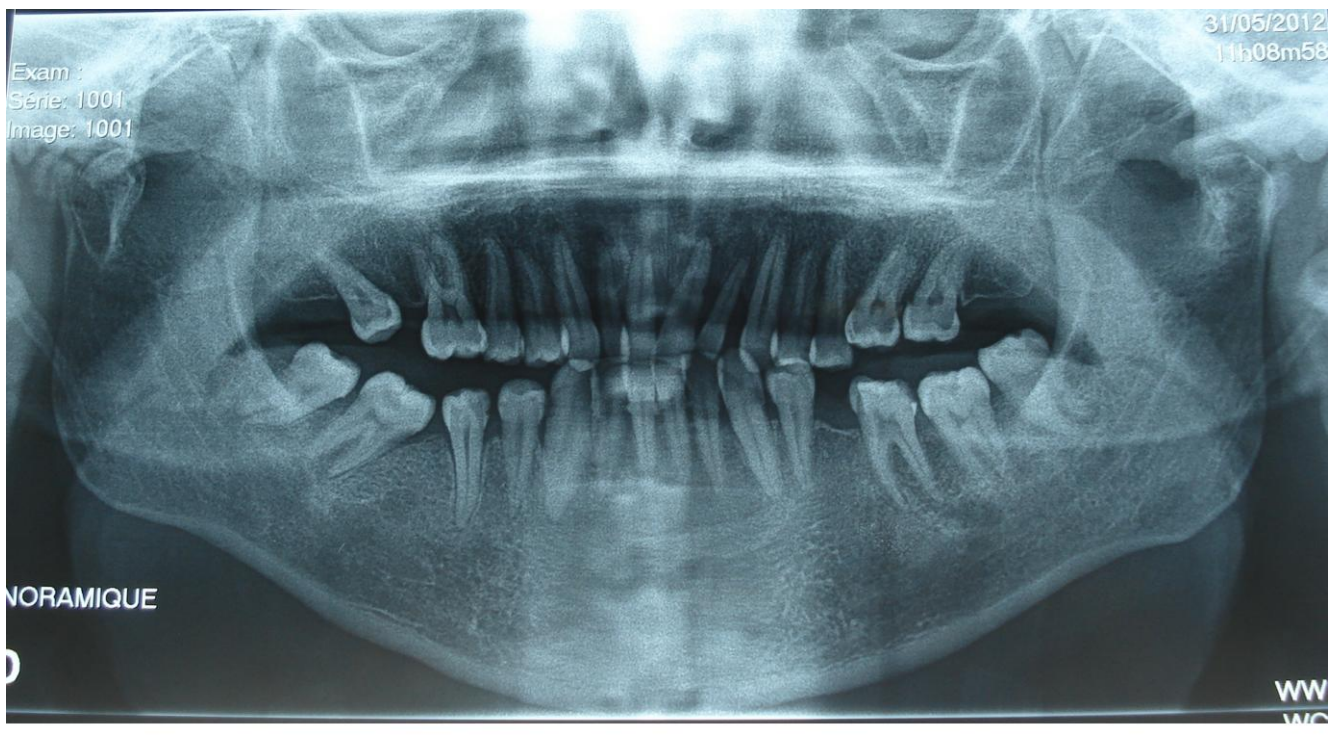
Photo d'une radiographie panoramique dentaire objectivant une ankylose bilatérale chez un patient de 16 ans
